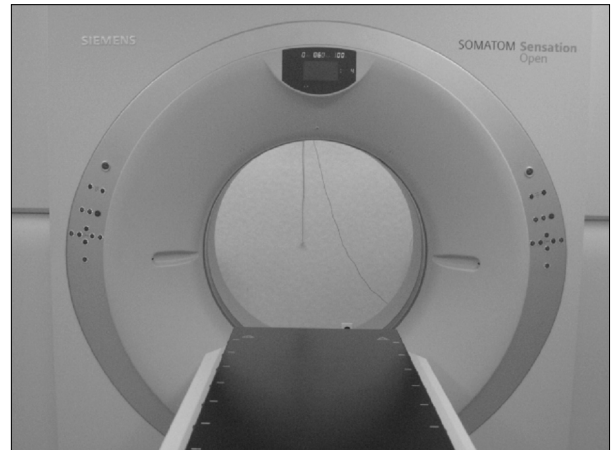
Computed tomography, SOMATOM, Siemens.
